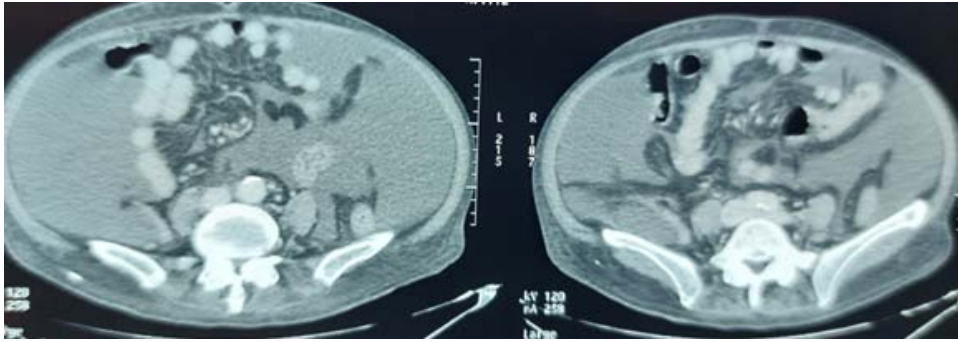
TDM abdominale coupes axiales en fenêtre parenchymateuse au temps artériel : ascite abdominale
